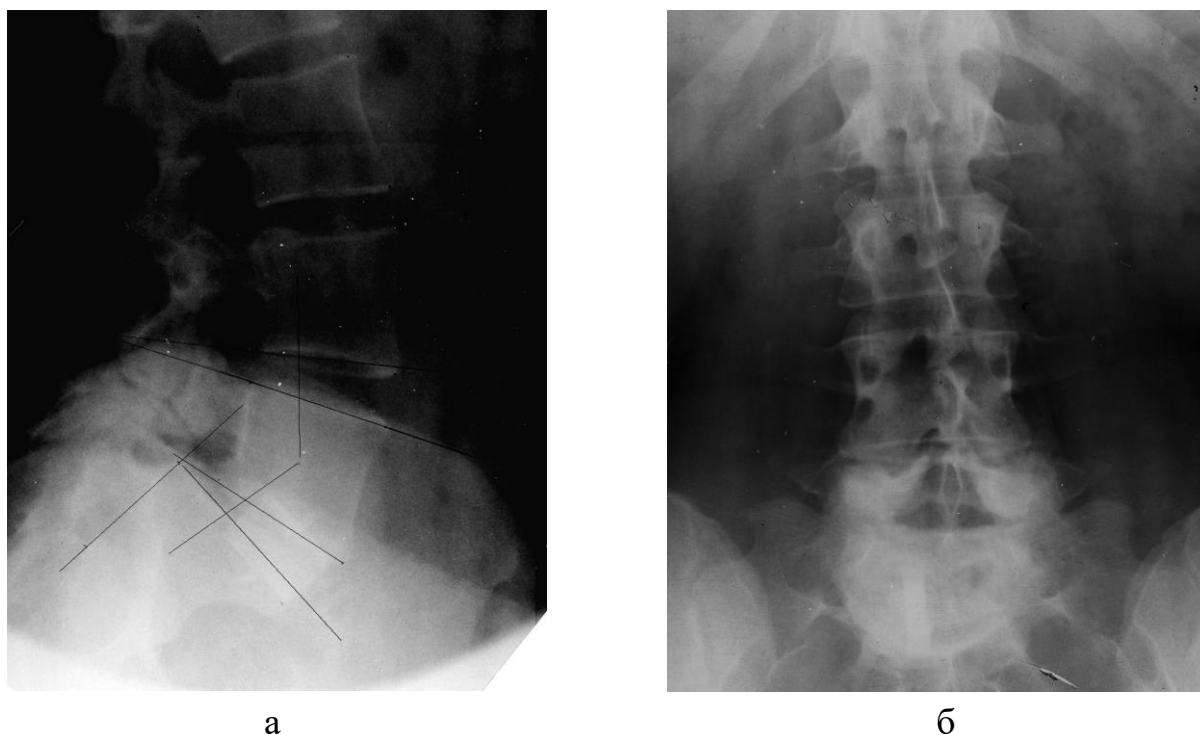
Рентгенограммы больной Ч-й (ист. Б-ни 38320) через 10 лет после успешного переднего спондилодеза L<sub>5</sub>–S<sub>1</sub>. Диспластический спондилолистез II ст., костное сращение L<sub>5</sub>–S<sub>1</sub>. Гиперплазия и деформация partes interarticulares под влиянием давления нижними суставными отростками L<sub>4</sub>. На передне-задней рентгенограмме – латеральный стеноз ПК: а) боковая; б) передне-задняя проекция.
